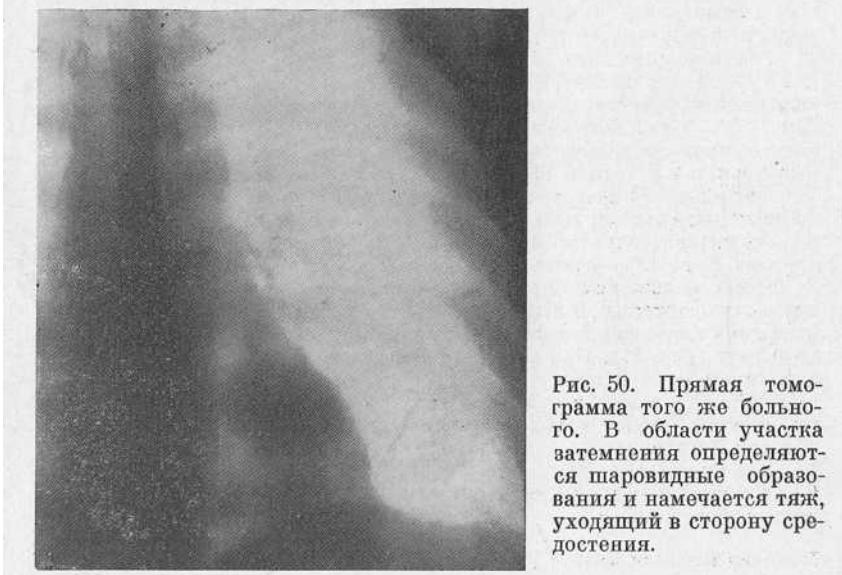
Прямая томограмма того же больного. В области участка затемнения определяются шаровидные образования и намечается тяж, уходящий в сторону средостения.
